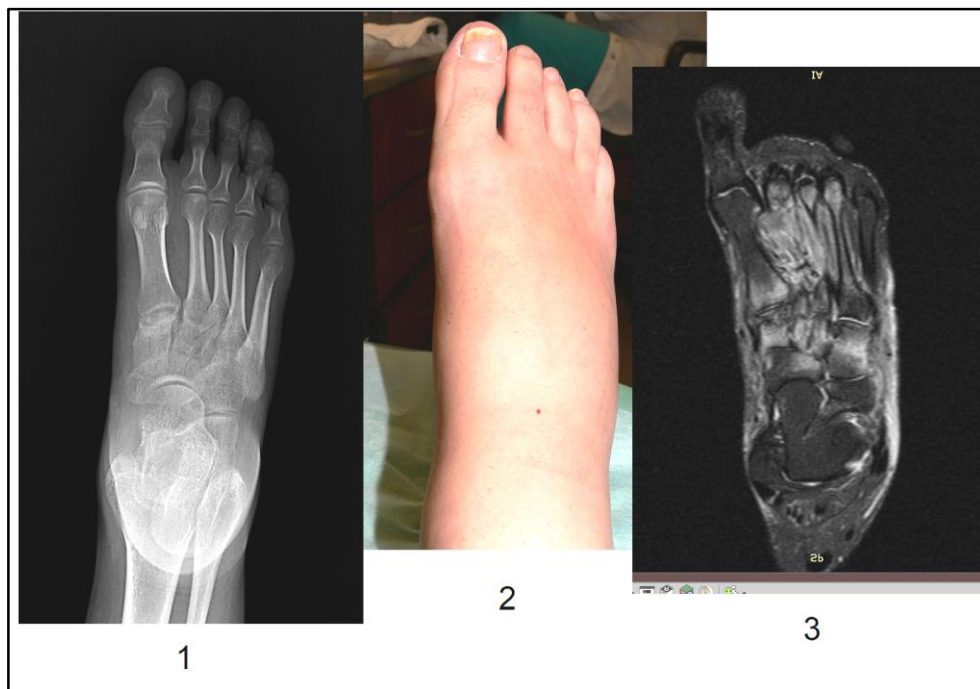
Пример активной 0 (рентгенонегативной) стадии
